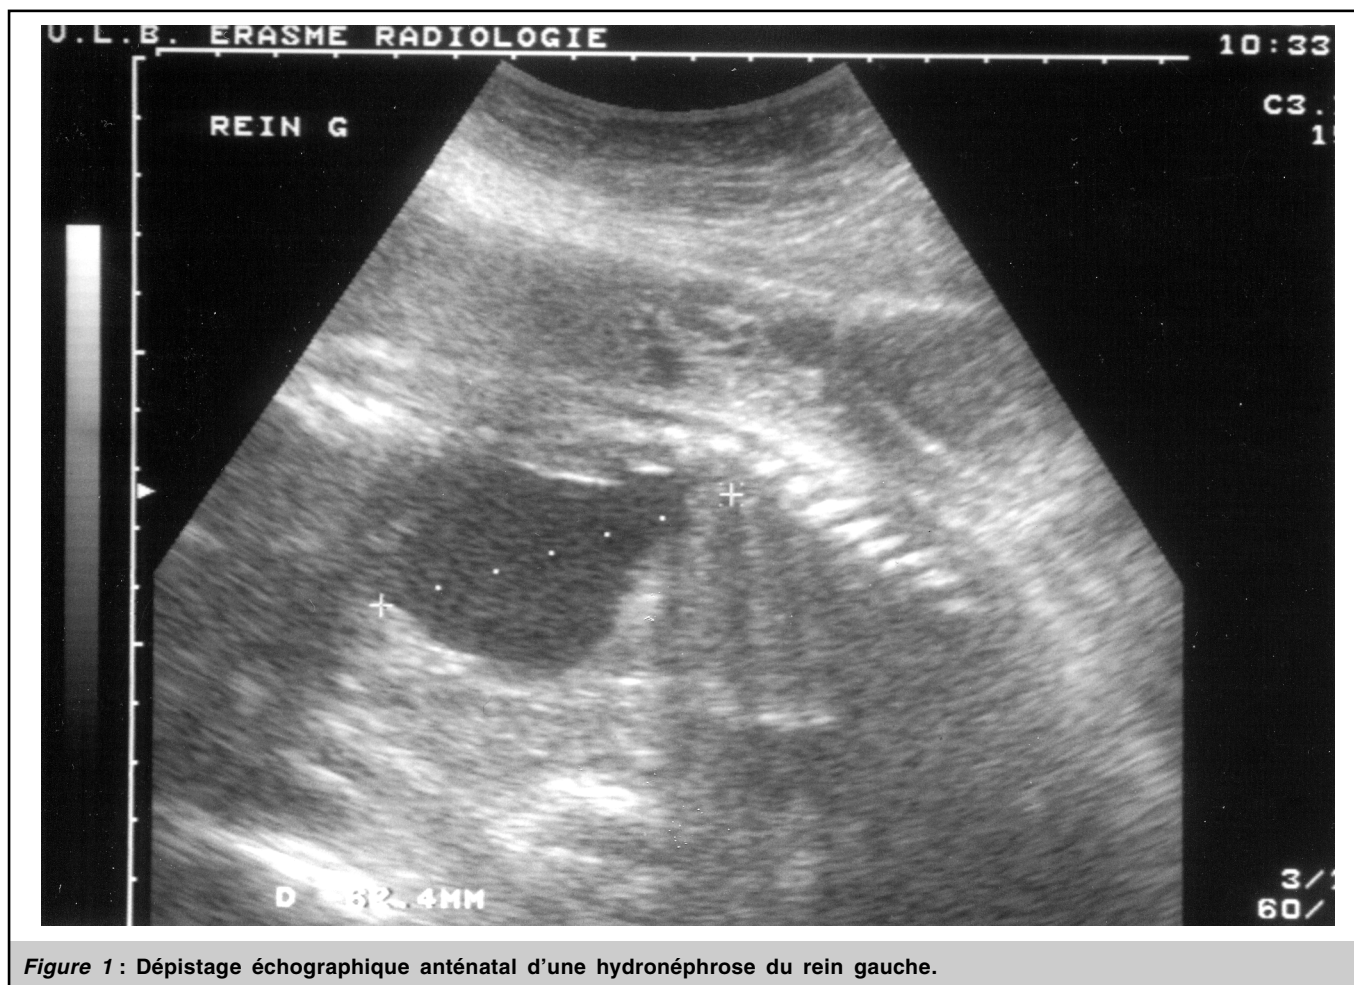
Dépistage échographique anténatal d'une hydronéphrose du rein gauche.
